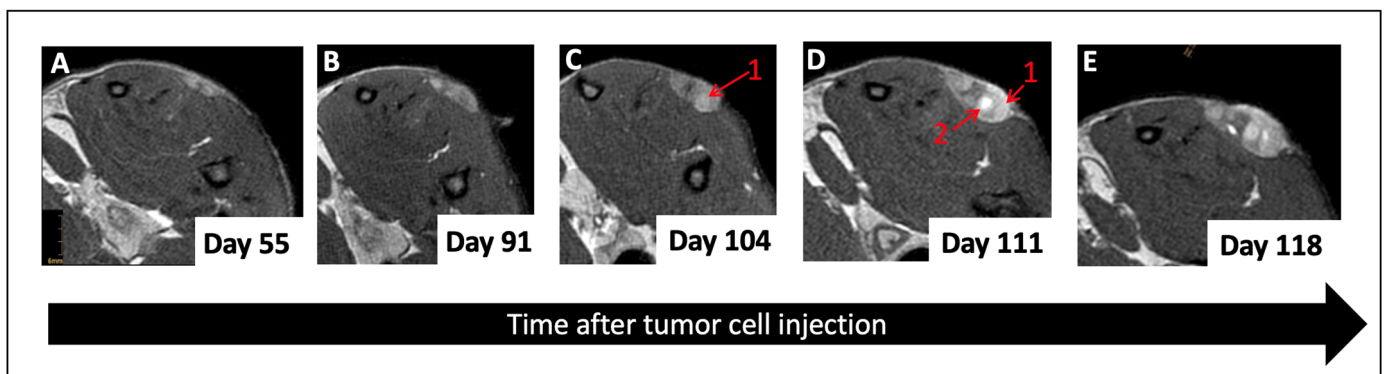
Representative T_2 MRI images at various time points after inoculation. Unlike the earlier time points (A,B), the latest time points (C–E) show increasing edema (1) and cyst formation (2) within the tumor.
